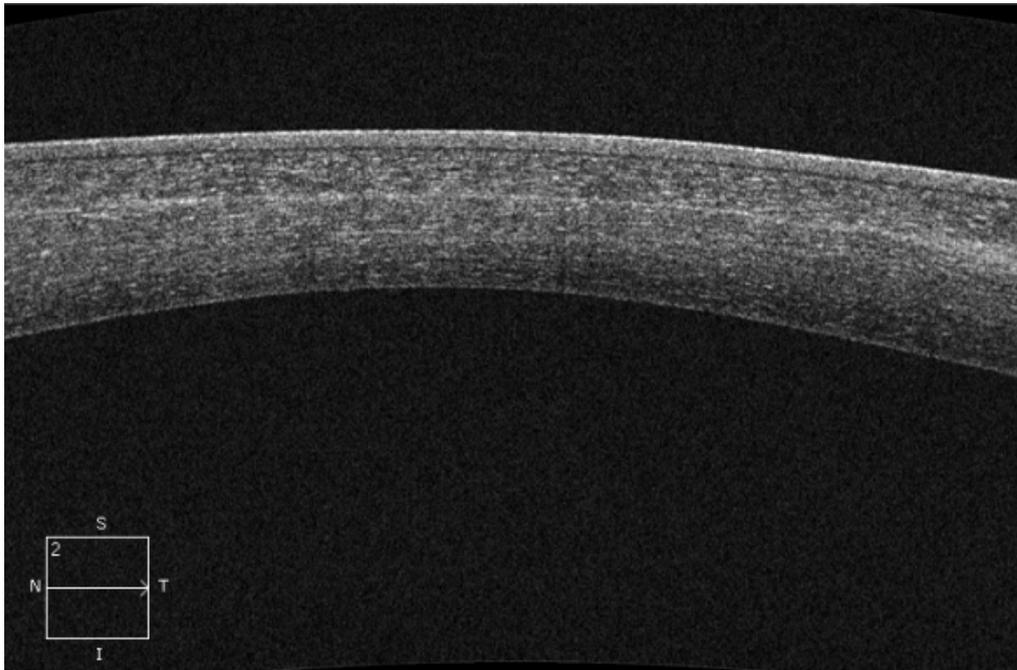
Tomografia de coerência óptica pós cirúrgica
